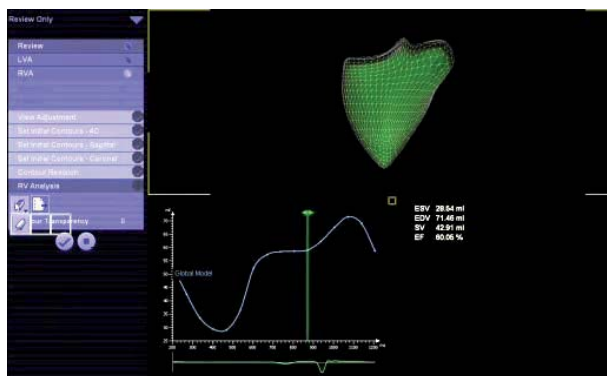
Ecografía 3D. Volumetría y fracción de eyección del ventrículo derecho.
